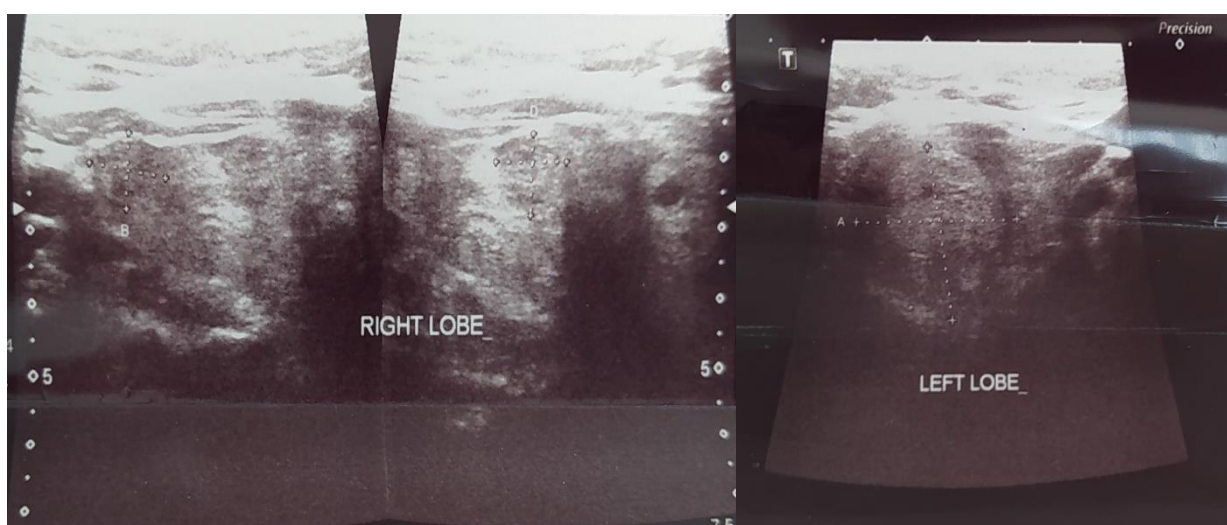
Imagina ecografică a glandei tiroide
